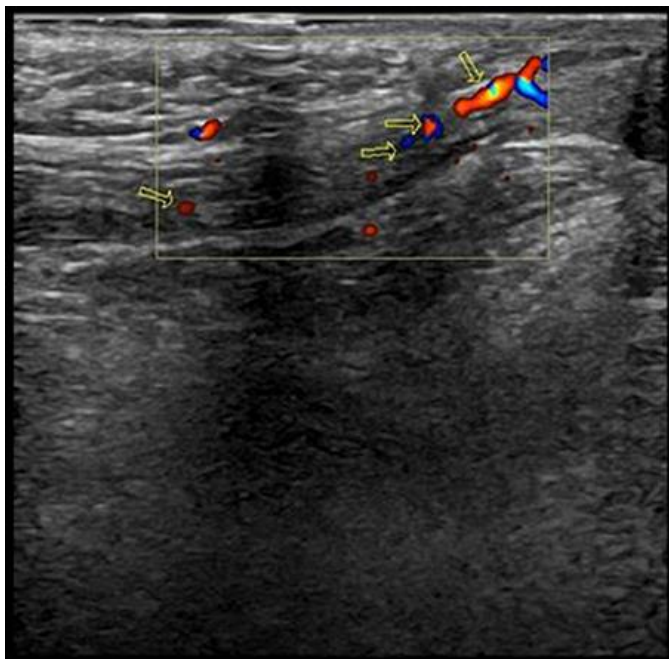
(d'après ⁽⁶²⁾) : aspect normal du cordon spermatique au doppler couleur.
